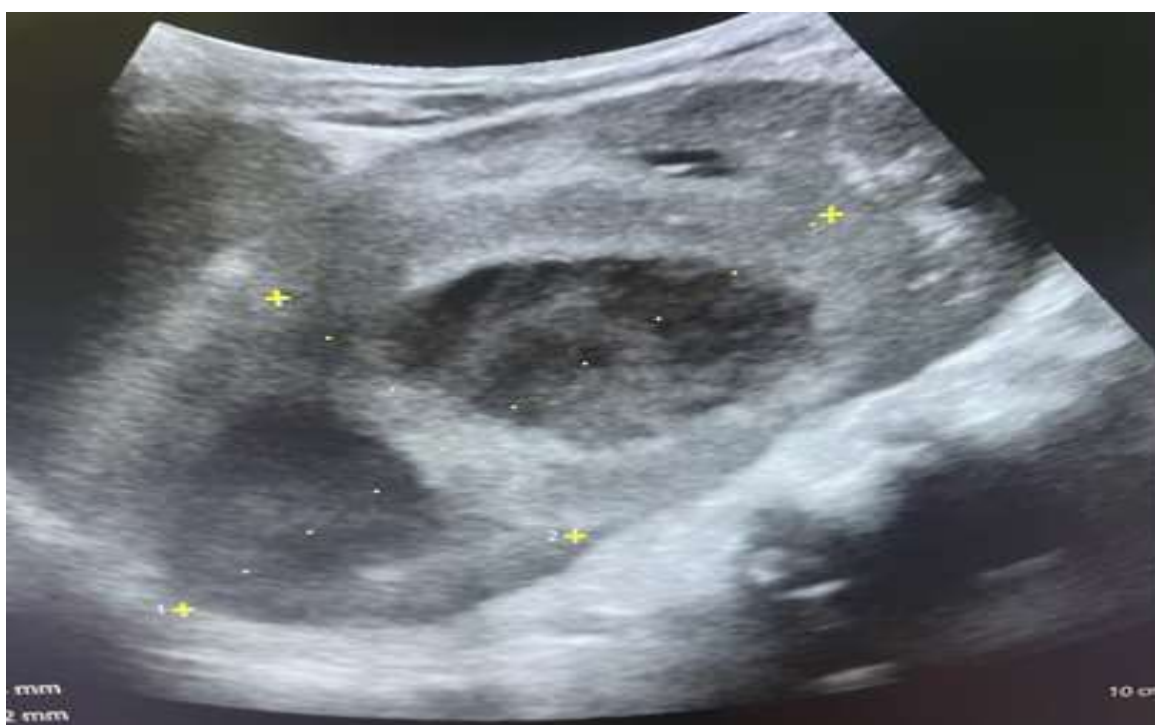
Image échographiques objectivant une collection péri-rénale droite*
